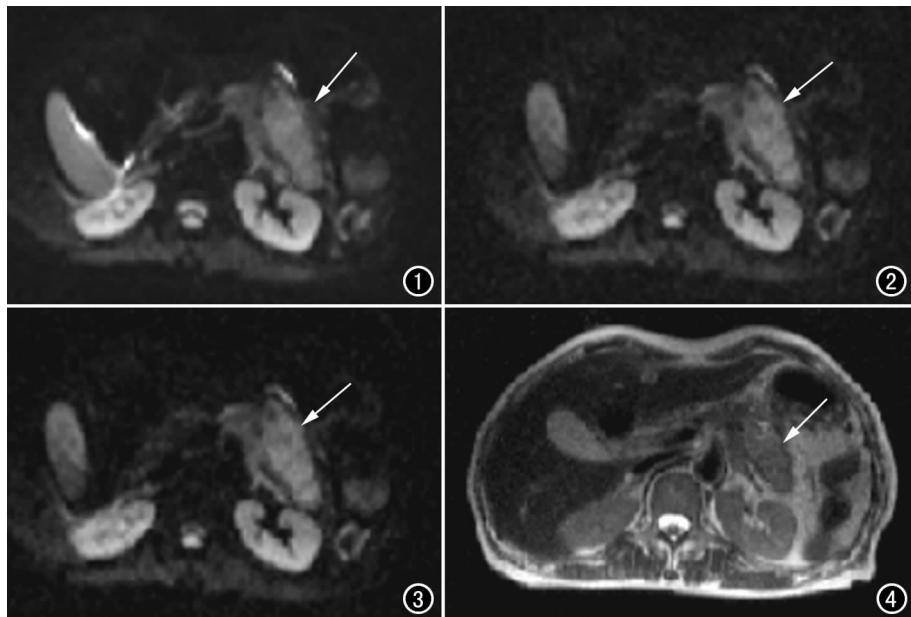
b=50 s/mm² 的 DWI 图,箭头所指为病灶。图 2 b=400 s/mm² 的 DWI 图,箭头所指为病灶。图 3 b=700 s/mm² 的 DWI 图,箭头所指为病灶。图 4 T₂WI 图,箭头所指为病灶。
